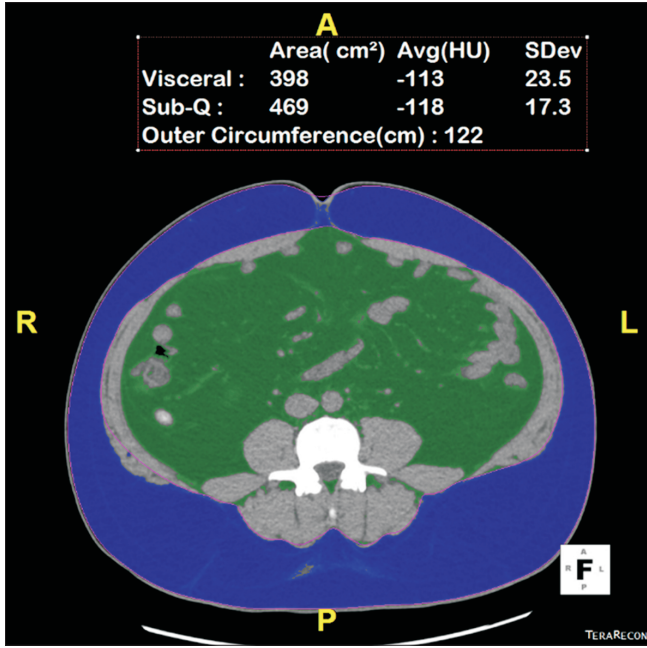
Abdominal Fat CT for evaluating visceral fat and subcutaneous fat at 1<sup>st</sup> week.
